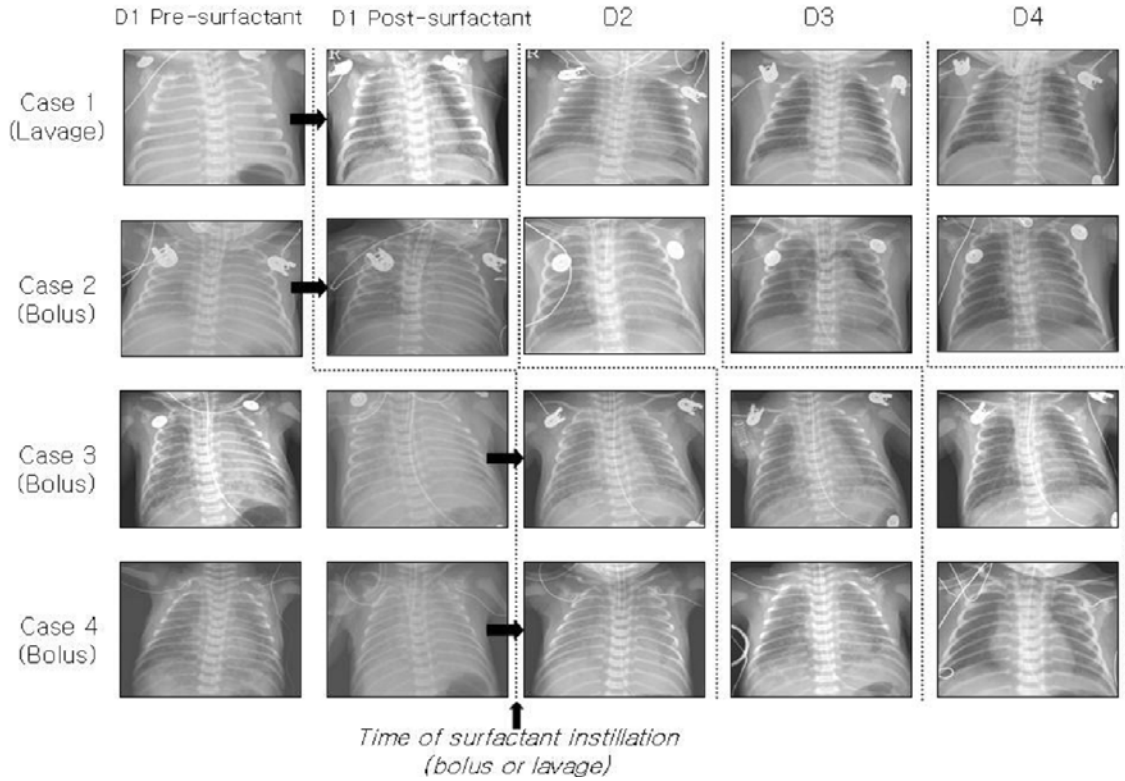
Representative radiographic changes seen in the chest X-ray before and after the surfactant replacement therapy in infants with severe meconium aspiration syndrome accompanied by the radiographic findings of respiratory distress syndrome. In patients 3 and 4, it is noted that typical radiographic finding of meconium aspiration syndrome which is diffuse asymmetric patchy infiltrates with hyperinflation that was observed at the time of admission turned into diffuse granular opacities which is the typical radiographic finding of respiratory distress syndrome after several hours.
